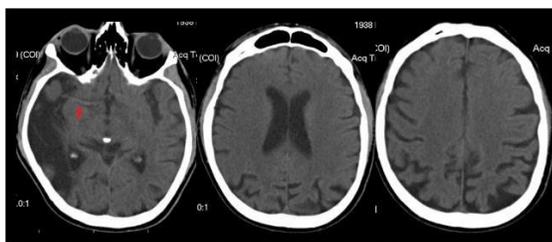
TAC SIN CONTRASTE.
